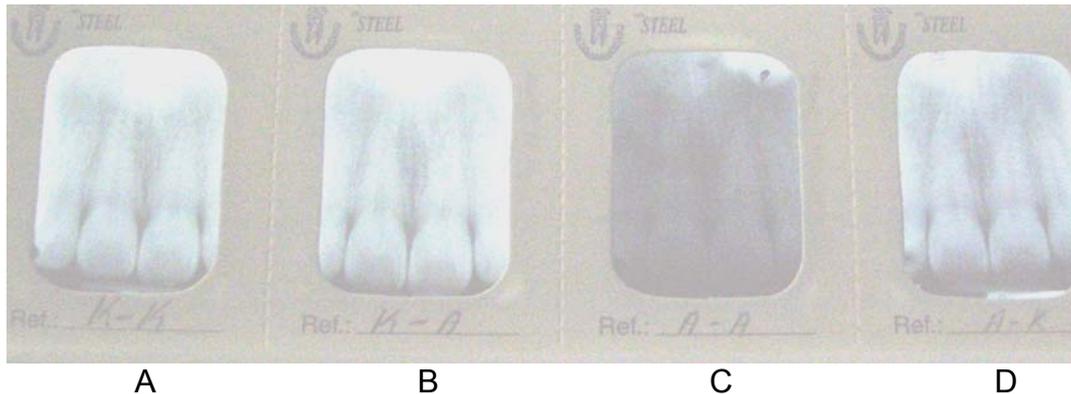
Radiografías Kodak-Kodak (A), Kodak-AGFA (B), AGFA-AGFA (C) y AGFA-Kodak (D)
